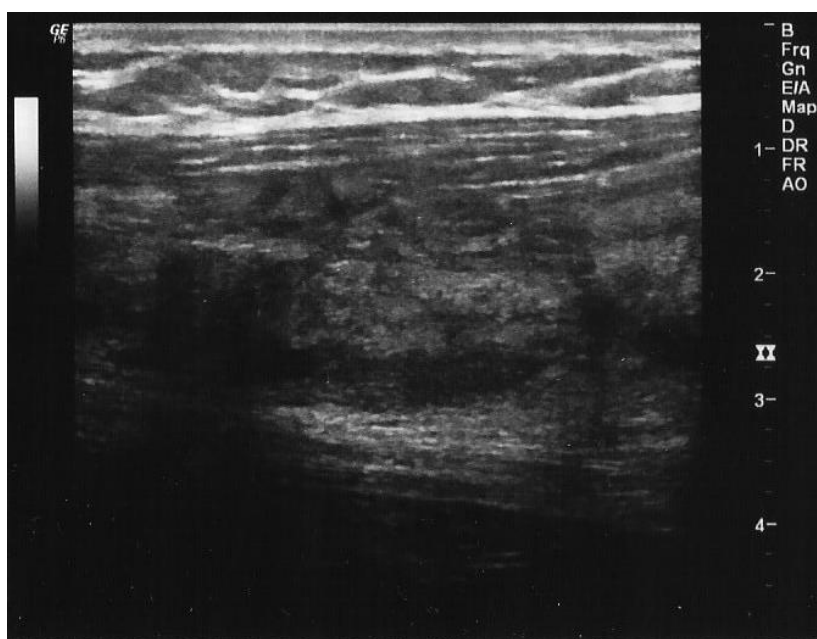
Paziente 4, ecografia di controllo eseguita dal dott. Andrea Quagliarini: All'attuale controllo non si rilevano raccolte liquide e segni di lesioni muscolari. Non rilevato idrartro dell'articolazione coxo femorale.
